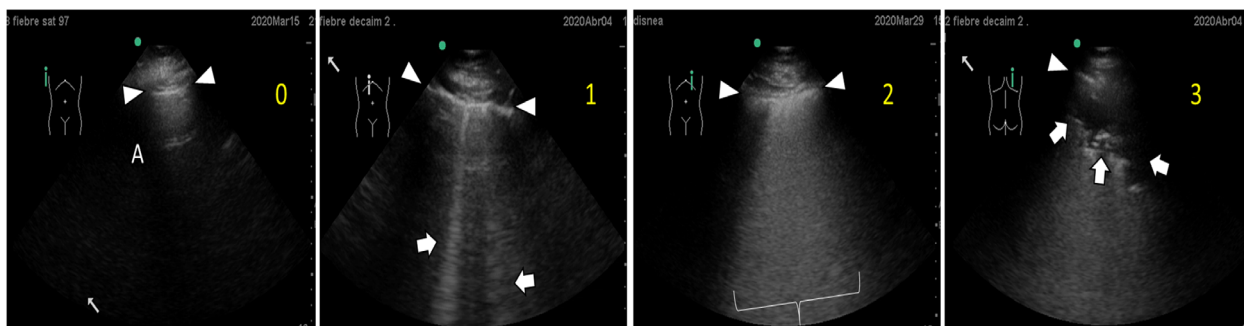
Hallazgos en la ecografía pulmonar de enfermos COVID-19 y puntuación según el *lung ultrasound score* (LUSS). 0 pulmón normal (A líneas A), 1 líneas B no coalescentes (flechas), 2 líneas B coalescentes (pulmón blanco, llave), 3 consolidación (flechas); puntas de flechas línea pleural. A cada región explorada se asignará un puntaje (el peor, p. ej., si en un área coexisten líneas B y una consolidación subpleural, se asigna un puntaje de 3) y con la sumatoria del puntaje de todas las áreas se calculará el LUSS. El valor mínimo de LUSS es de 0, y el máximo de 36.
